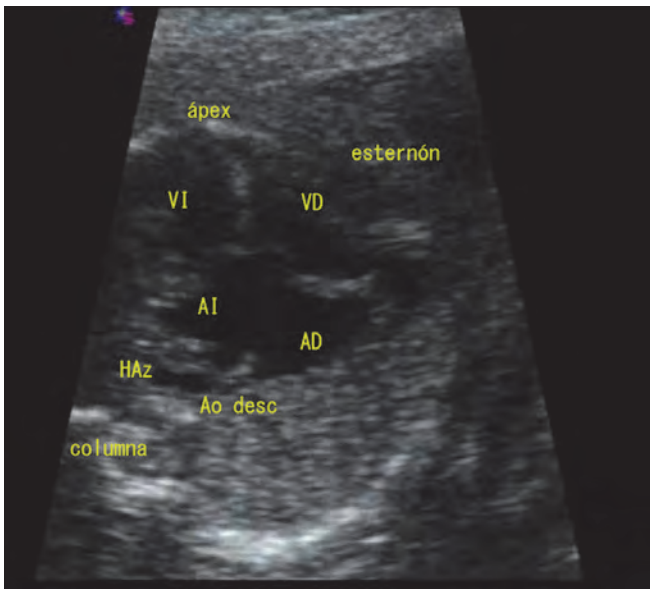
Anomalía en la lateralidad visceral (heterotaxia) y canal auriculoventricular (AV): Ecocardiograma fetal, proyección cuatro cámaras. A la izquierda y detrás de la aorta (Ao) se visualiza una vena hemiazigal (HAz) dilatada característica del isomerismo izquierdo. Existe un gran defecto en la cruz del corazón (canal AV) con una válvula AV única. El corazón ocupa gran parte del tórax como resultado de la cardiomegalia secundaria a bloqueo AV completo.
